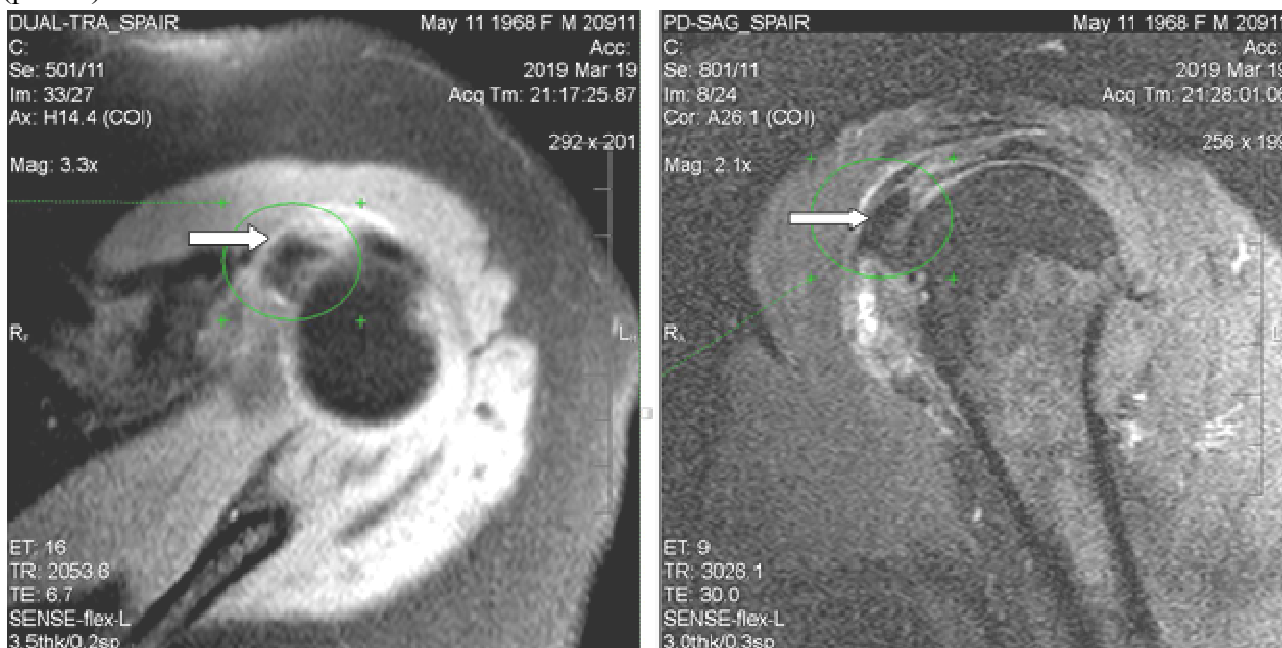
МР-томограммы левого плечевого сустава пациентки Л., 50 лет (март 2019 г.).
